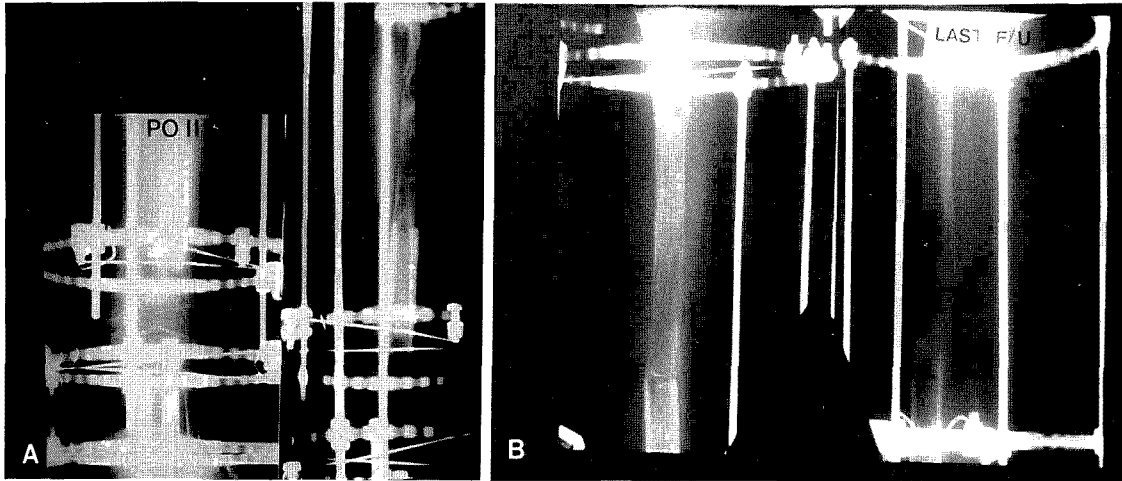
A. Postop. 11 months follow-up X-ray showed the incomplete bone formation at distraction site.
